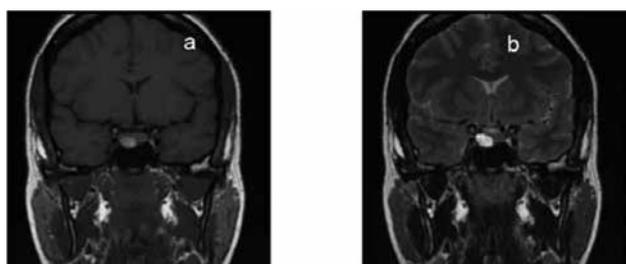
МРТ турецкого седла с признаками подострого кровоизлияния в гипофиз: гиперинтенсивный участок на T1- (а) и T2-взвешенных (б) изображениях
